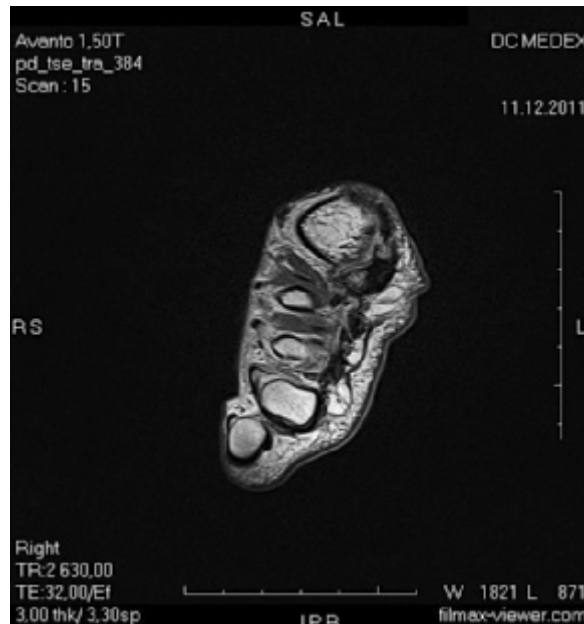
На серії отриманих МР-томограм візуалізували м'якотканинні утворення з достатньо чіткими контурами, нерівномірно підвищеною інтенсивністю МР-сигналу на PD FS, зниженою інтенсивністю на t1 tse, на шляху загальних плантарних пальцевих нервів між голівками III та IV плюсневих кісток а також між голівками II та III плюсневих кісток. Паралельно відмічались ознаки остеоартрозу плюсне-фалангових та міжфалангових суглобів у вигляді ущільнення суглобових поверхонь та невеликих крайових остеофітів, а також незначного вторинного синовііту.
